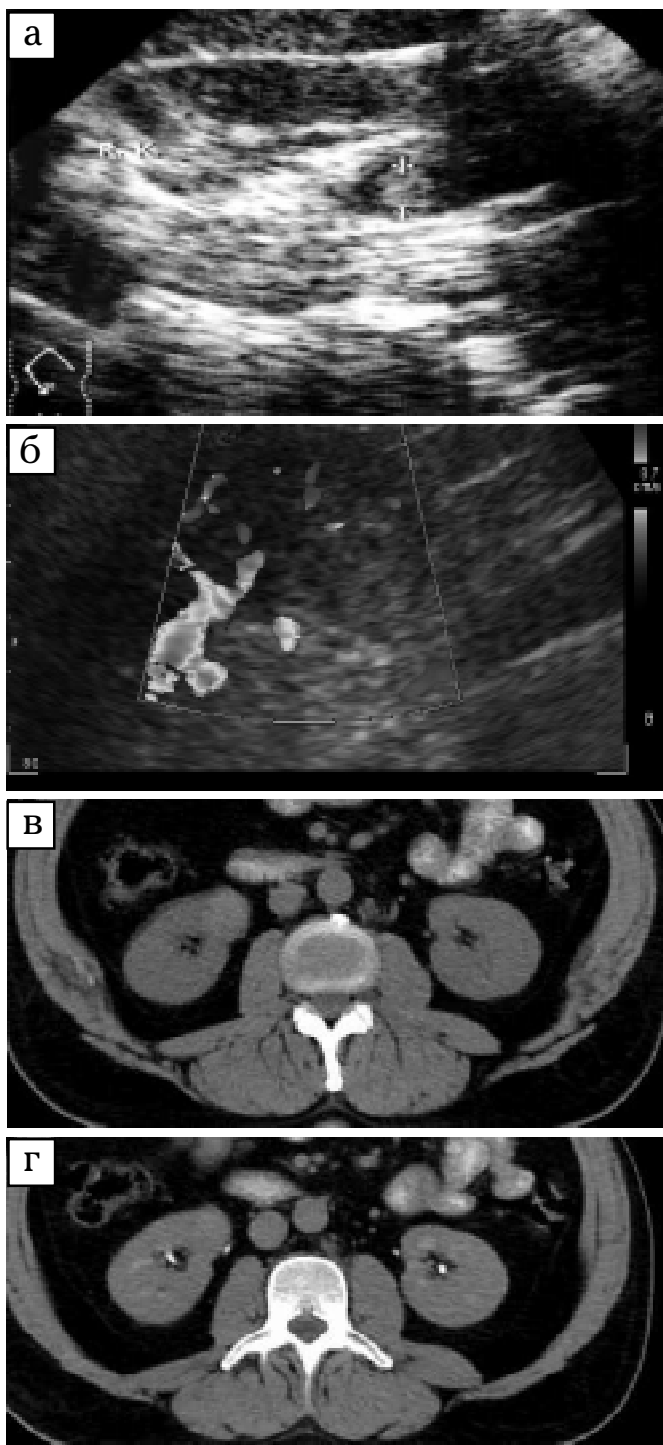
Хворий М., 44 р. Ангіоміоліптома правої нирки: а — УЗТ (В-режим). У паренхімі середнього сегмента на внутрішній поверхні атипова АМЛ або аденома — НКР розмірами 22 × 24 мм; б — УЗТ (кольорова доплерографія). Ознаки гіповаскулярного ураження; в — КТ без КП. «Мас-ефект» та картина ізоденсного ураження без вмісту жирової тканини (43 Н); г — КТ з КП (нефрогенна та ескреторна фази). «Мас-ефект» та картина ізоденсивного ураження без вмісту жирової тканини (43 Н)
